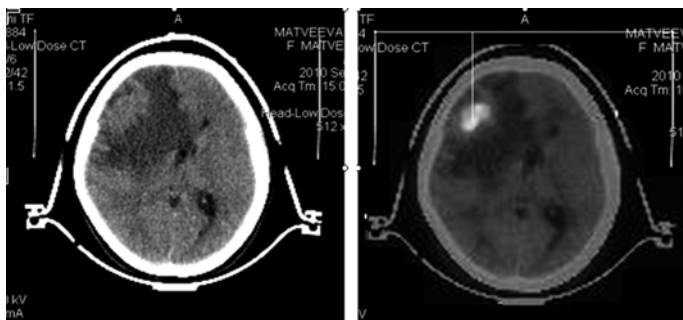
Локализация внутримозговой мишени на манипуляторе «НИЗАН-М» при помощи МСКТ-ПЭТ
